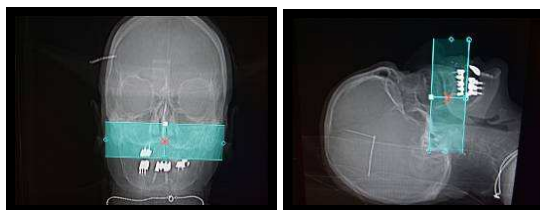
Position du patient avant d'être radiographié. Indicateurs laser vertical et horizontal permettant de centrer le patient. Le guide radiographique avec marqueurs radioopaques et le mordu d'occlusion sont en bouche au moment du scanner
